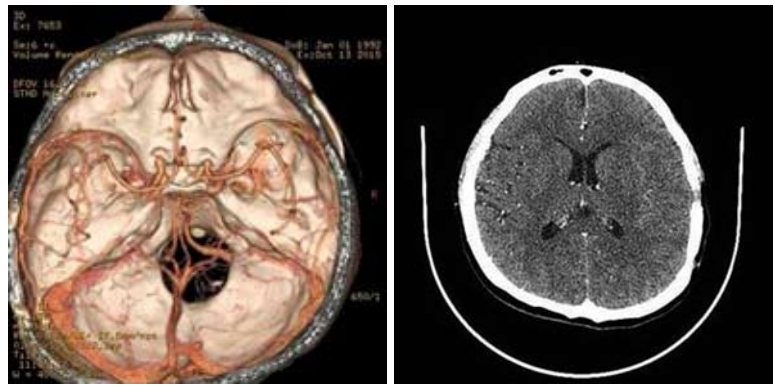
МСКТ-ангиография и МСКТ головного мозга после операции. Данных о наличии сосудистой патологии нет.
